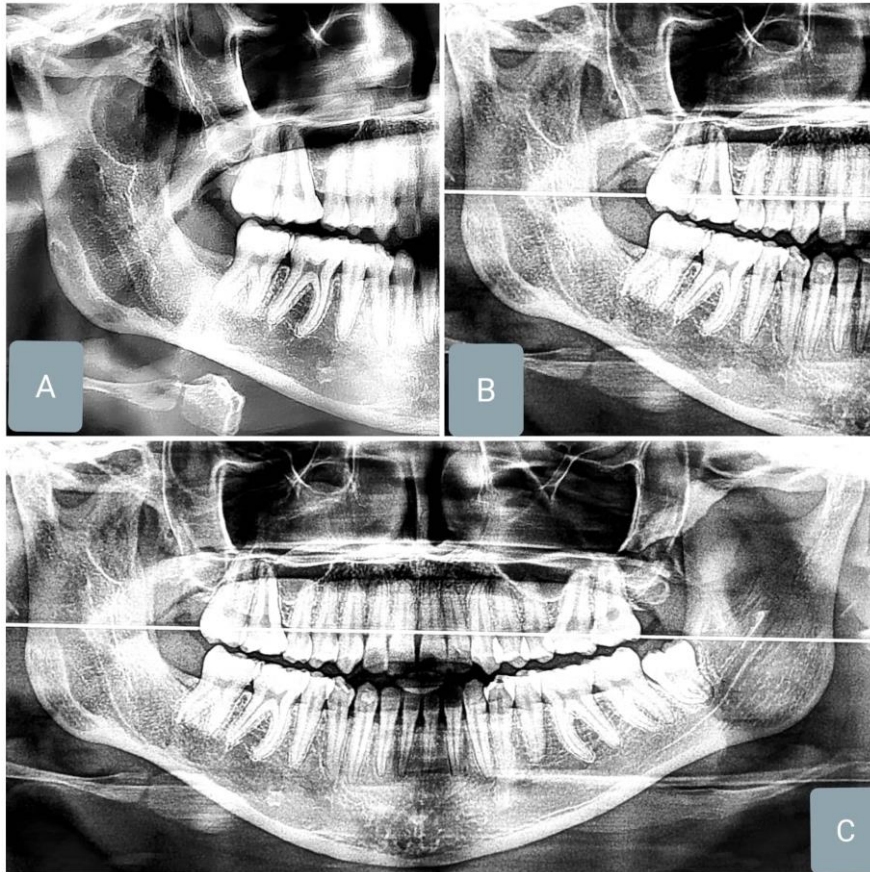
(A) Corte de Radiografia Panorâmica correspondente ao terceiro mês pós curetagem; (B) Corte de Radiografia Panorâmica correspondente ao sexto mês pós curetagem; (C) Radiografia Panorâmica correspondente ao sexto mês pós curetagem, evidenciando expressiva neoformação óssea.
